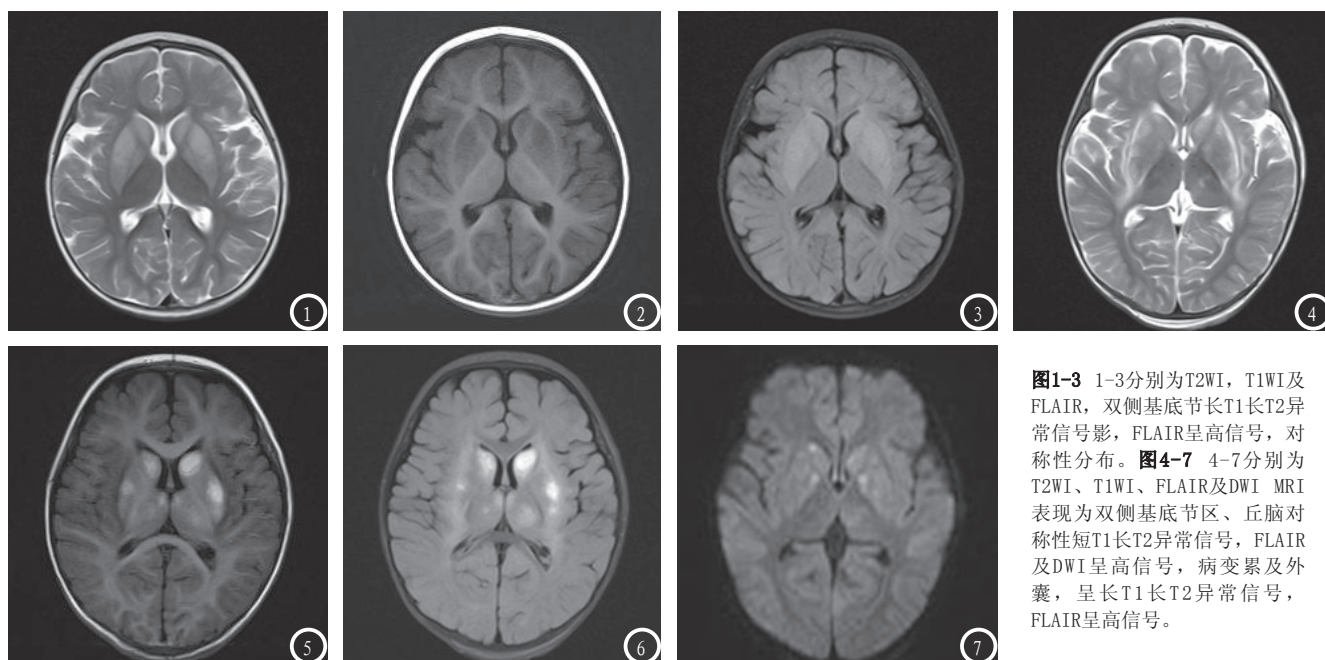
1-3分别为T2WI, T1WI及FLAIR, 双侧基底节长T1长T2异常信号影, FLAIR呈高信号, 对称性分布。图4-7 4-7分别为T2WI、T1WI、FLAIR及DWI MRI表现为双侧基底节区、丘脑对称性短T1长T2异常信号, FLAIR及DWI呈高信号, 病变累及外囊, 呈长T1长T2异常信号, FLAIR呈高信号。
